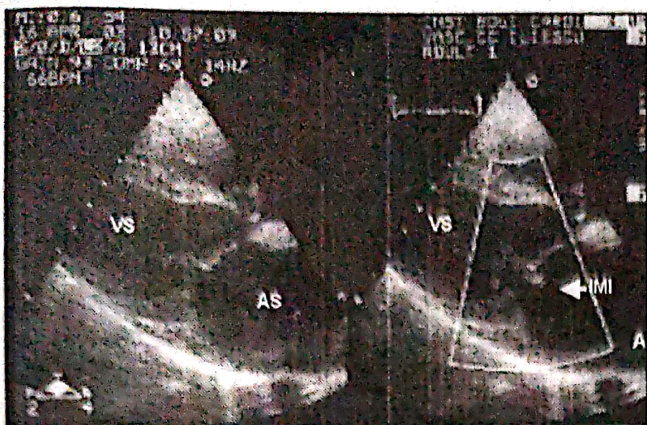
Ecocardiografie Doppler color incidentă parasternală longitudinală: se observă regurgitarea mitrală trivială (puf).
